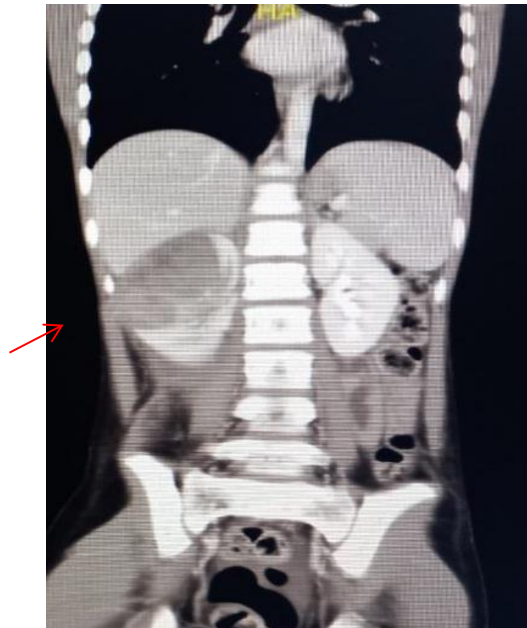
CT-Scan Abdomen Non Kontras Potongan Coronal (anak panah menunjukkan tumor di ginjal kanan)
